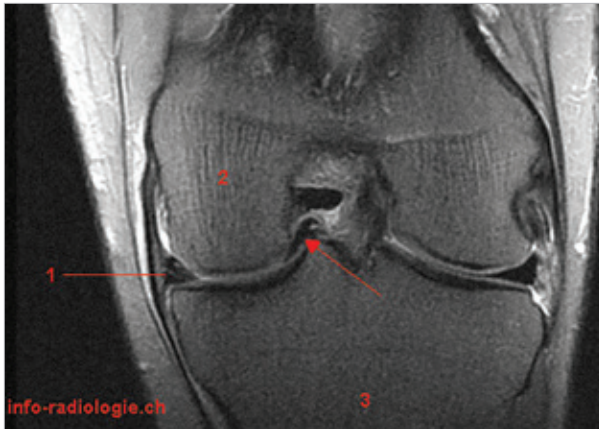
IRM du genou, T2FATSAT, coupe coronale. 1 : Ménisque interne. 2 : Fémur. 3 : Tibia. Flèche : Languette méniscale.
